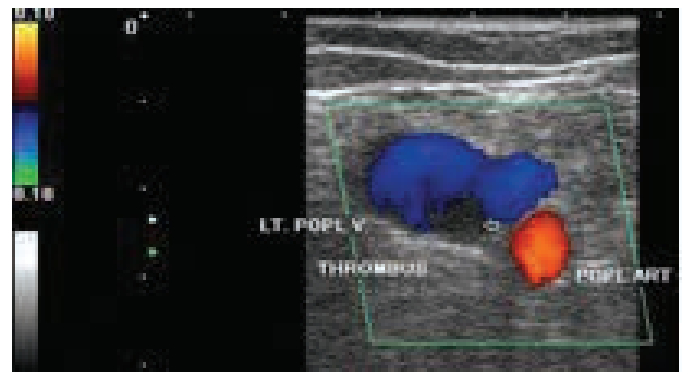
Imagem ultrassonográfica em color Doppler de trombose venoso em veia poplítea (seta identifica o trombo intravascular - hipocogênico).
